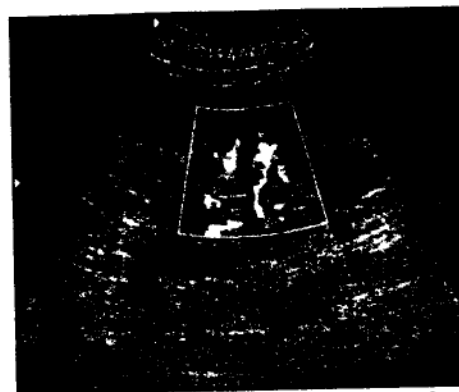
Ecografie Power Doppler care evidențiază fluxurile vasculare intrarenale în aceeași culoare indiferent de sensul de curgere al sângelui
